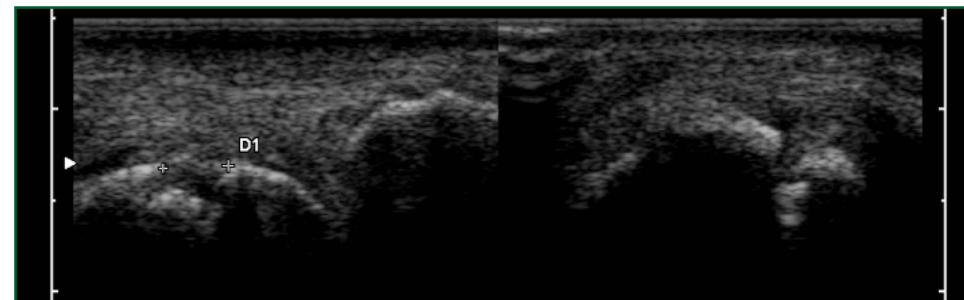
Érosion précoce à l'échographie du 2^{ème} MCP en coupes longitudinale et axiale
